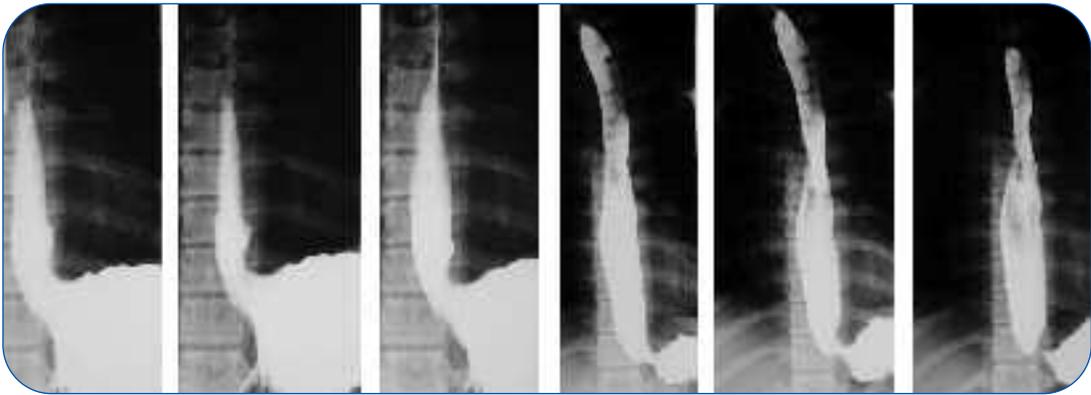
Radiografia del 1° tratto del digerente: abbondanti reflussi a pieno canale, con cardias che tende a risalire.
